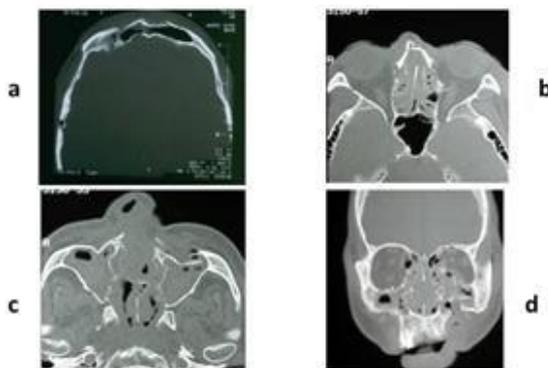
TC de macizo facial. a, b y c, cortes axiales; d, corte coronal.
